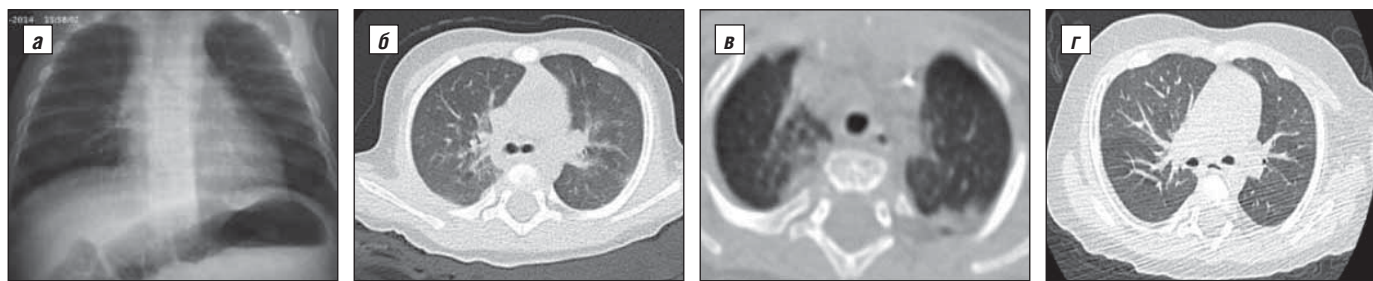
Данные исследования больного И.: а – рентгенограмма органов грудной клетки; б – КТ от 10.04.14; в – КТ от 29.04.14; г – КТ от 20.05.14
